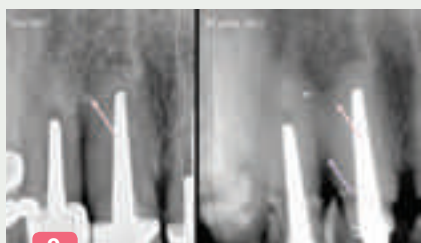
radiographies rétro-alvéolaires préopératoires et à 5 mois, avant la réalisation des prothèses d'usage.
